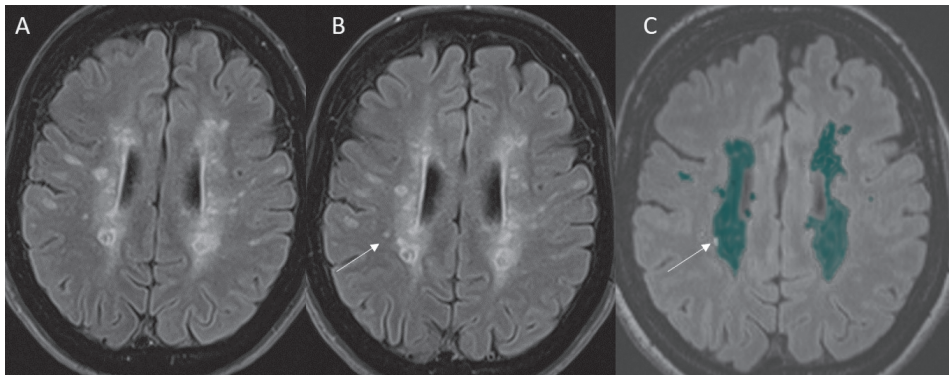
Detección automática de lesiones nuevas en T2. RM cerebral inicial (A) y obtenida un año más tarde (B) (imágenes 3D T2-FLAIR). El correregistro y sustracción de las dos imágenes (C) muestra una lesión nueva, que se confirman visualmente en la imagen B (flechas). Las lesiones marcadas en azul en la imagen C corresponden a lesiones crónicas.
